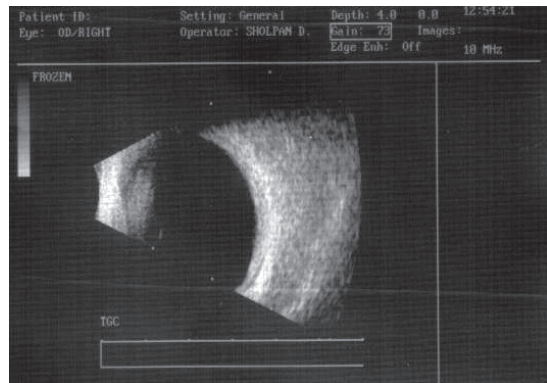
УЗИ(В-скан) больного Е. через месяц после ТТТ
